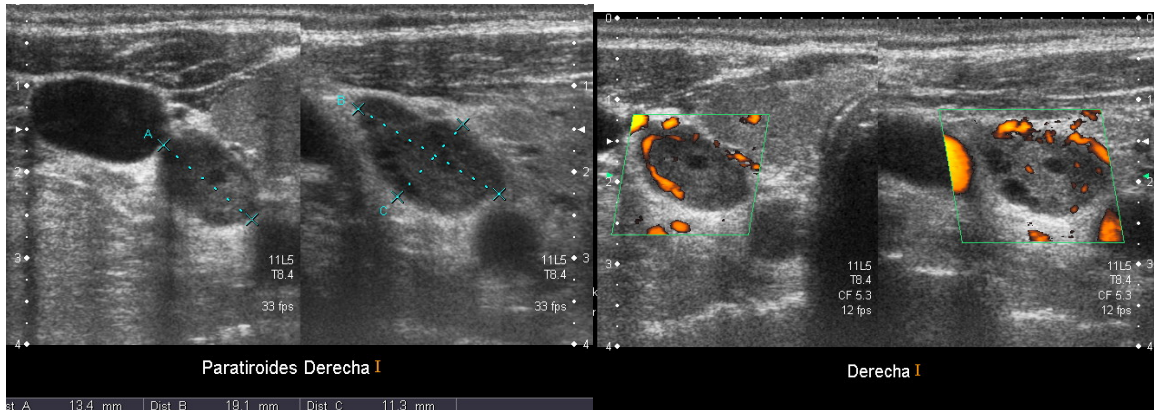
La ecografía (Figura 4) muestra en la cara postero-inferior del lóbulo tiroideo derecho (LTD) una imagen nodular y ovalada de 14x11x19 mm de diámetro, sólida, con imágenes quísticas en su interior, abundantemente vascularizada, bien delimitada de estructuras vecinas cuya localización y eco-estructura pertenecía a un adenoma de la glándula paratiroides inferior derecha. La glándula tiroides era normal y no se detectaron adenopatías cervicales.
